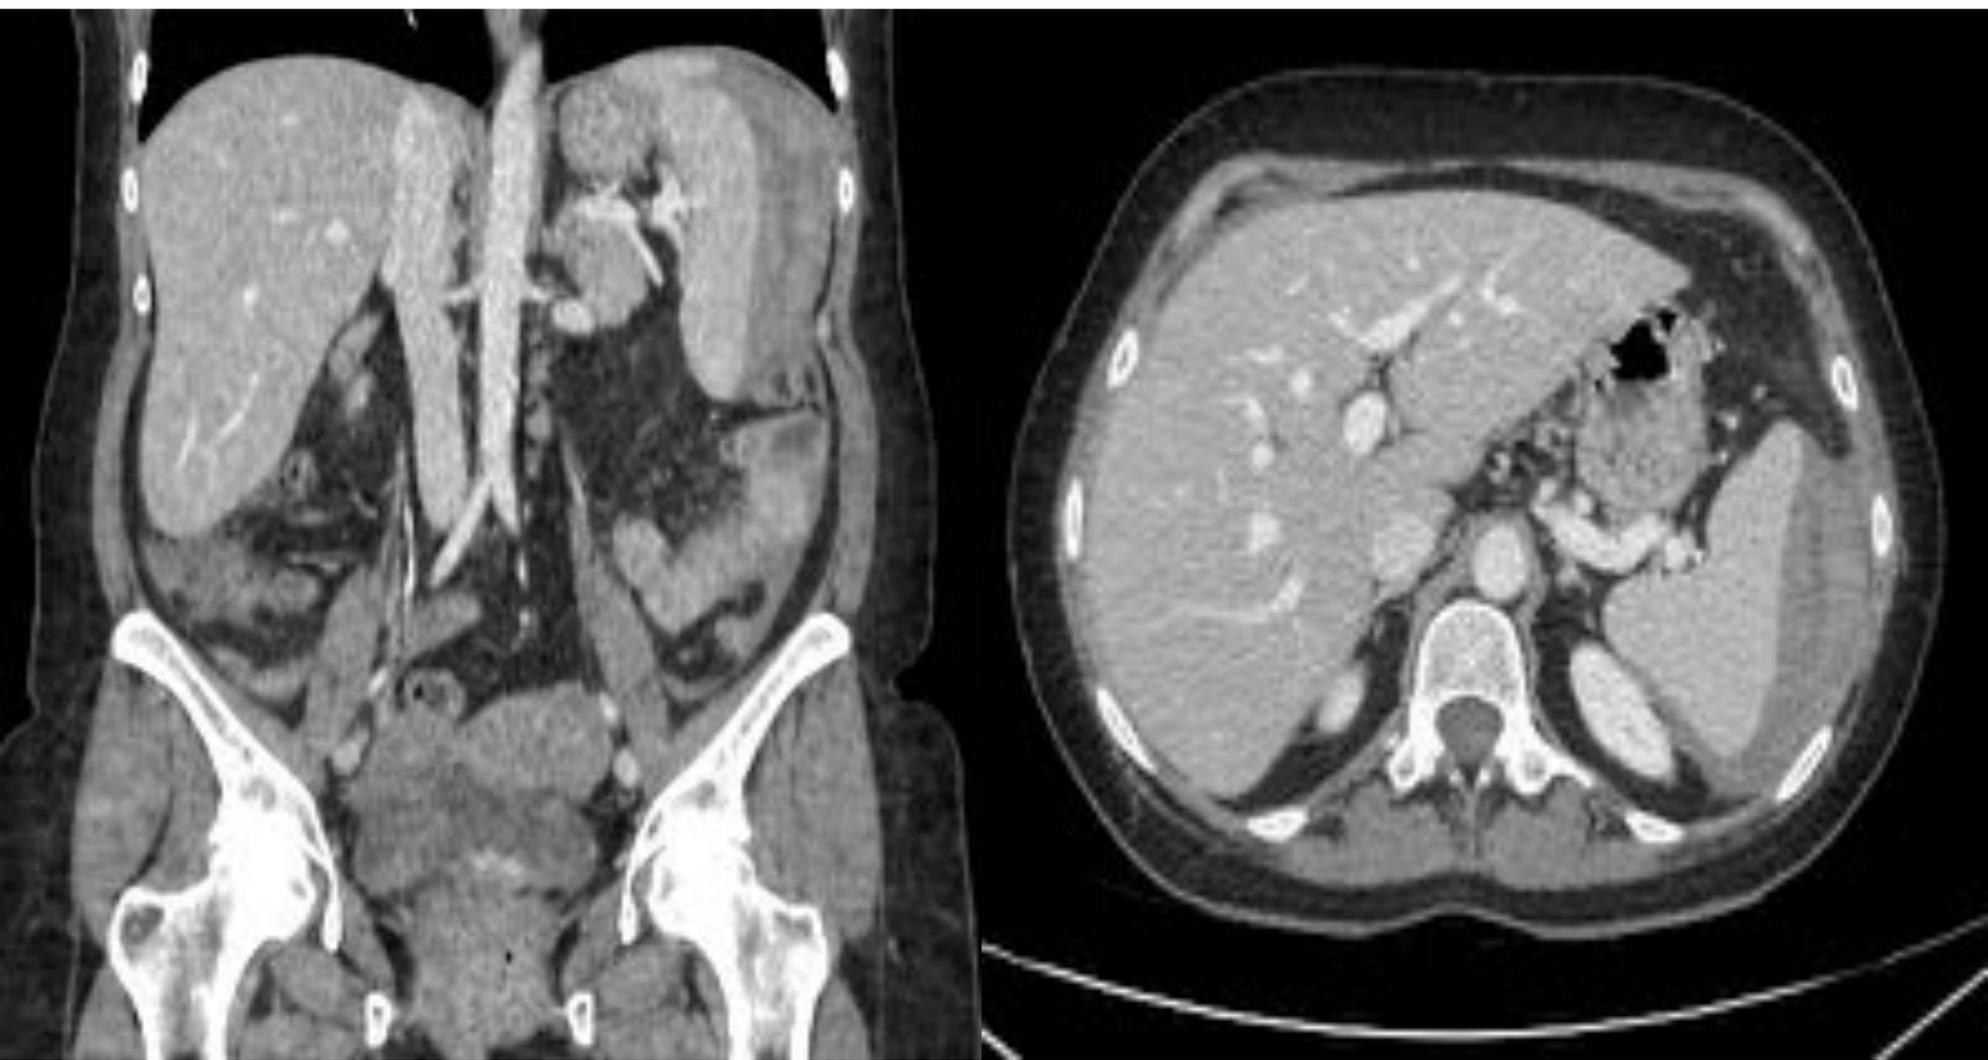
corte coronal y axial, TC abdominopélvico con CIV. Paciente que al día siguiente de la colonoscopia presentó dolor en hipocondrio izquierdo, se identifica un hematoma subcapsular esplénico.
